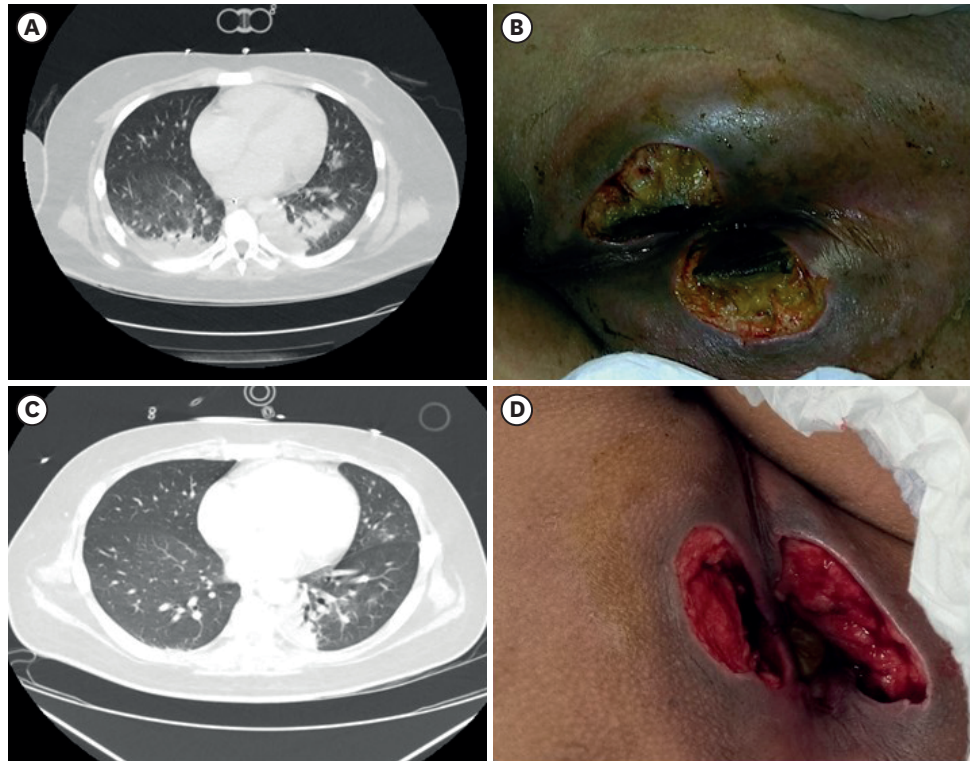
Chest CT and perianal lesions during the course. (A) Chest CT on HD 22. (B) Perianal lesion on HD 26. (C) Chest CT on HD 28. (D) Perianal lesion on HD 31. Abbreviations: CT, computed tomography; HD, hospital day.
